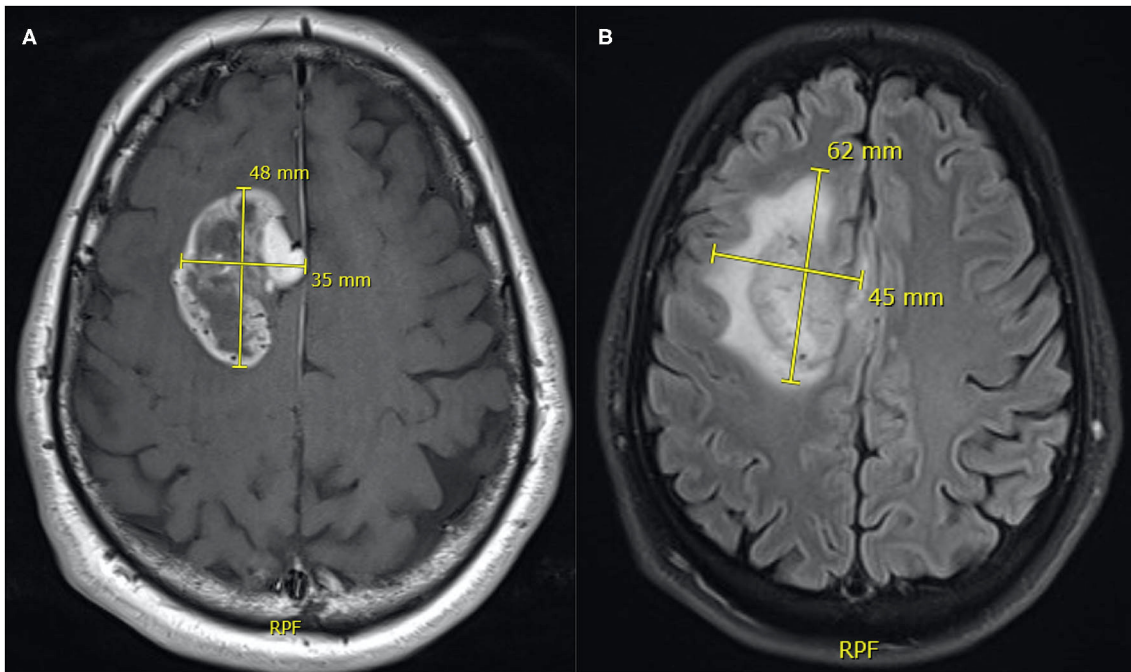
Representative measurements of tumor size (A) and FLAIR-T₂ (B) area by the 2D orthogonal diameters method. The area of the tumor mass is the product of 48 × 35 mm = 1,680 mm² and the FLAIR-T₂ area is 62 × 45 mm = 2,790 mm².
